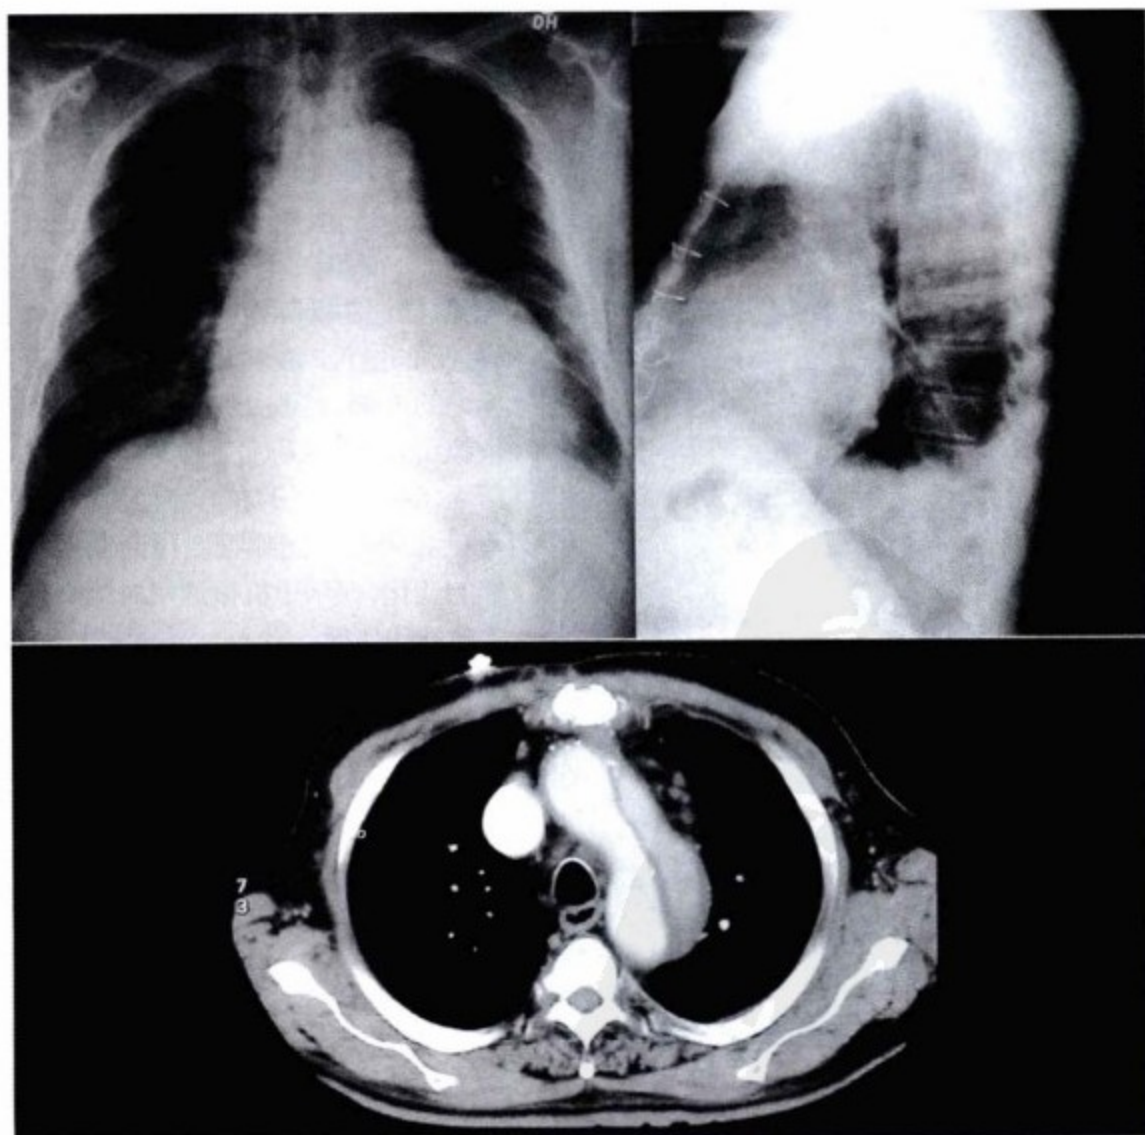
上图,胸部平片可见胸骨钢丝影,心脏肥大但无心腔的明显扩大。下图,CT 增强扫描可见主动脉弓部内膜片及假腔。胸片中在主动脉弓水平发现伴有钙化的移位的内膜片影是提示存在夹层的特殊征象。
